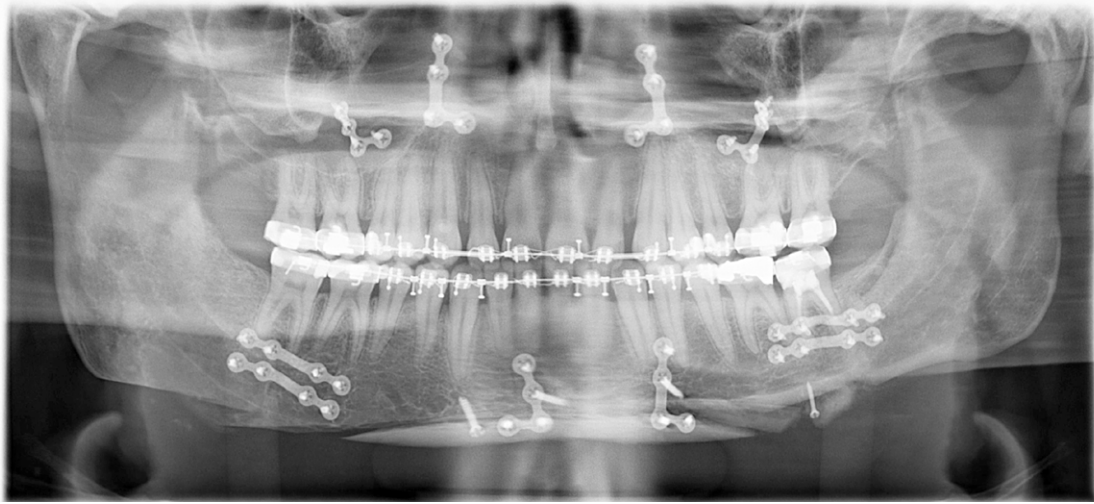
Postoperativ panoramaoptagelse og CBCT viste tilfredsstillende skeletal symmetri i overensstemmelse med den virtuelle behandlingsplan.
